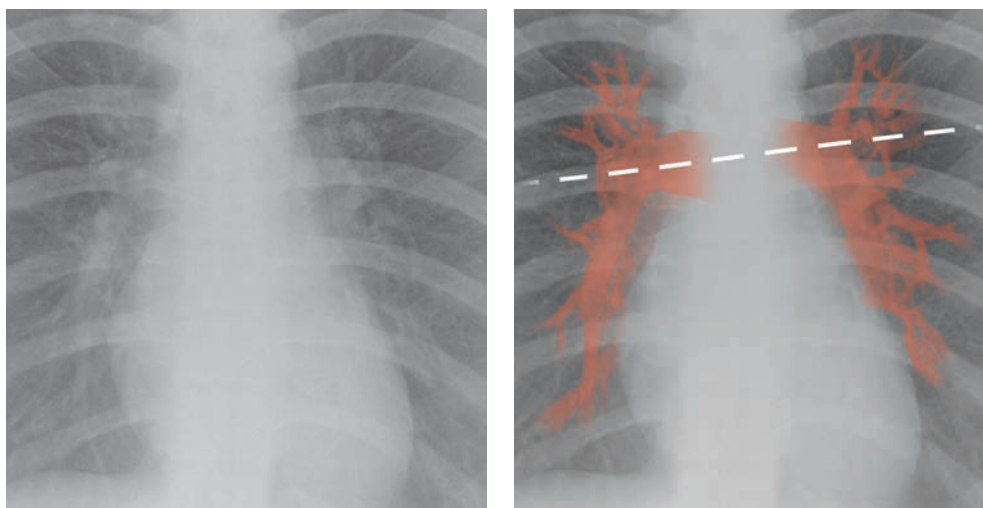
Нормальная рентгенограмма органов грудной клетки: легочные сосуды выделены красным.
